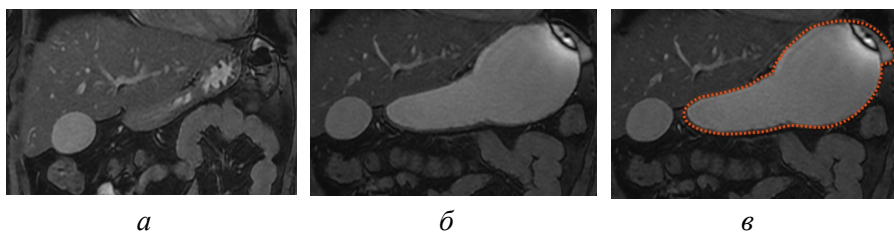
МРТ нормального желудка. Корональная плоскость. FIESTA FS 3 мм. Желудок (оранжевая линия): а – натощак, б – после приема 600 мл воды, в – после приема 600 мл воды, аннотированное изображение [оригинальный рисунок].
